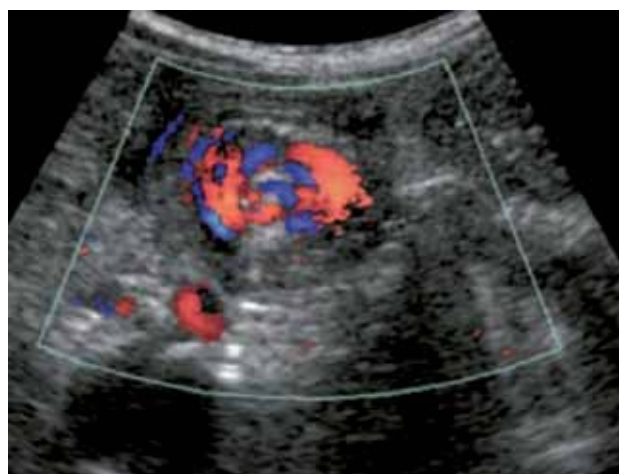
Signo del remolino que demuestra flujo venoso al Doppler color. Tomada de Marchant y col.¹
